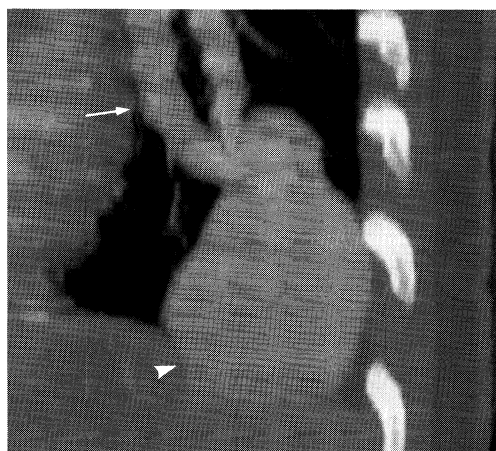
3-dimensional CT indicates pulmonary fistula (head arrow) with two feeding arteries (arrow).
